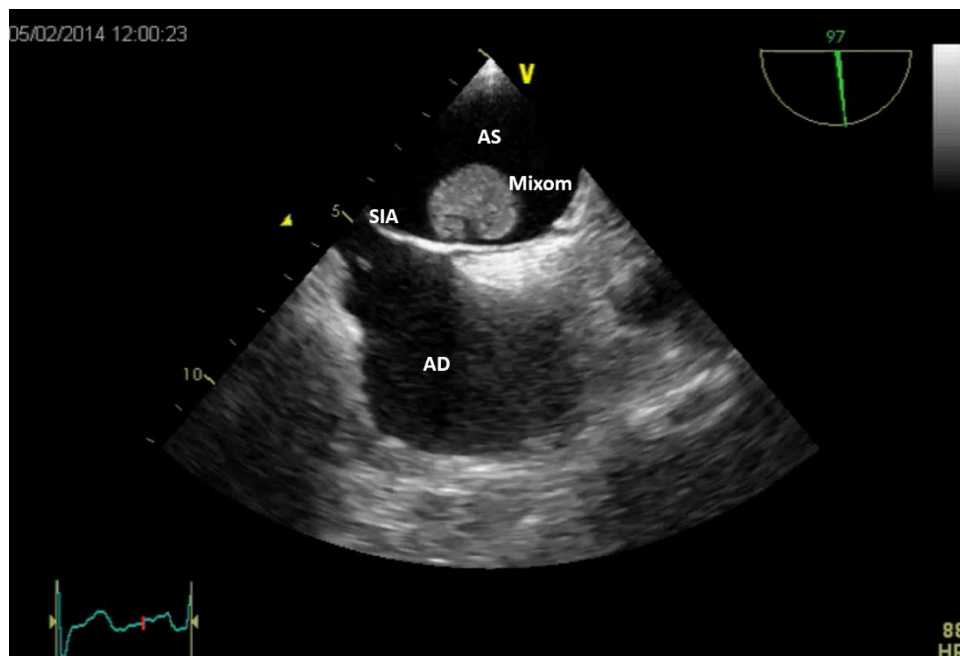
Ecocardiografie transesofagiană bidimensională, incidență bicavală (97 grade). Se constată o masă bine delimitată, cu structură neomogenă, sesilă, atașată feței atriale stângi a septului interatrial în dreptul foramenului oval, aspecte sugestive pentru un mixom cardiac. AS- atriu stâng, AD- atriu drept, SIA- sept interatrial.
